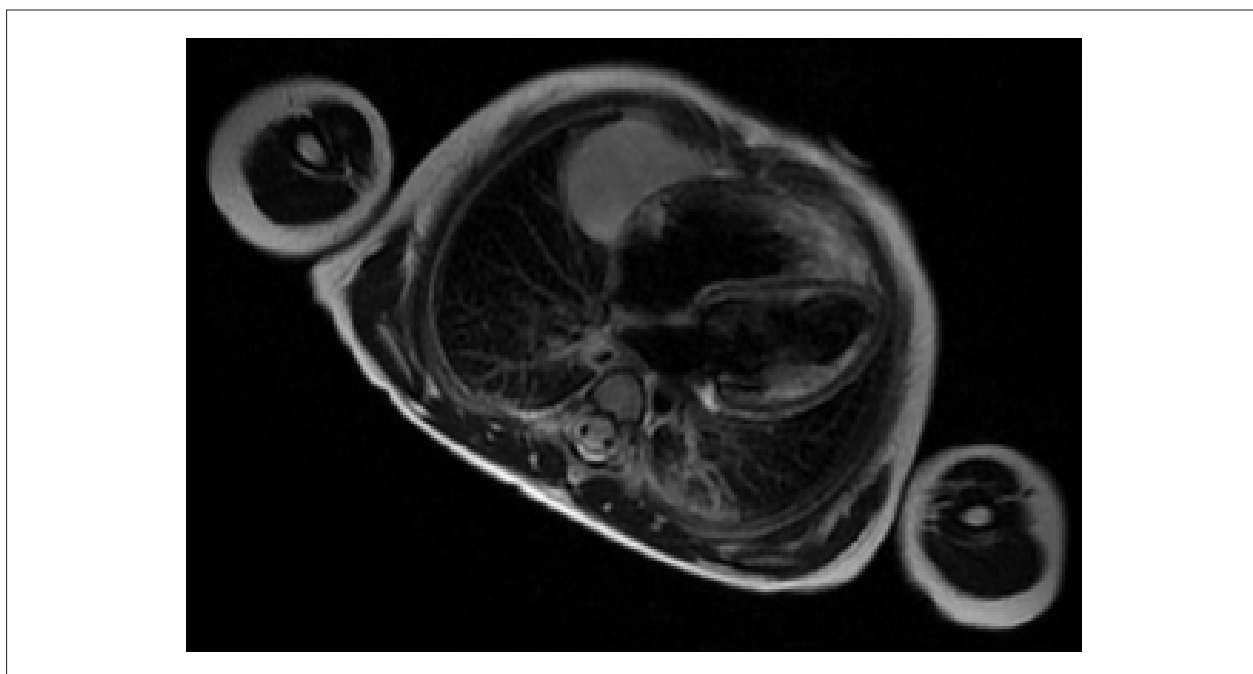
Ressonância cardíaca magnética: massa paracárdica com hipersinal em T2 e isossinal em T1, sem realce, localizada em recesso cardiofrênico direito e medindo 48 x 22 x 26 mm.
